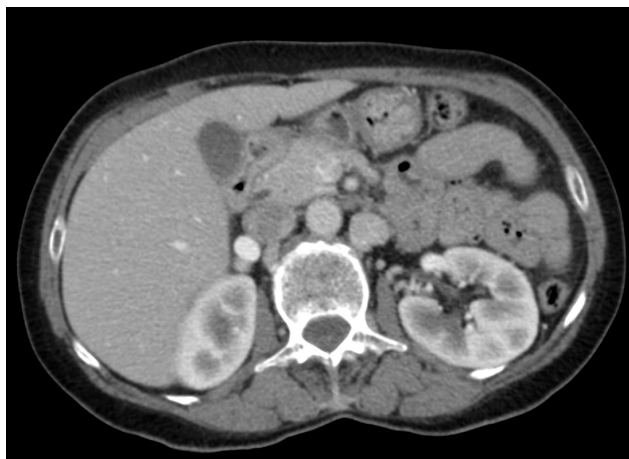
Axial CT image.
